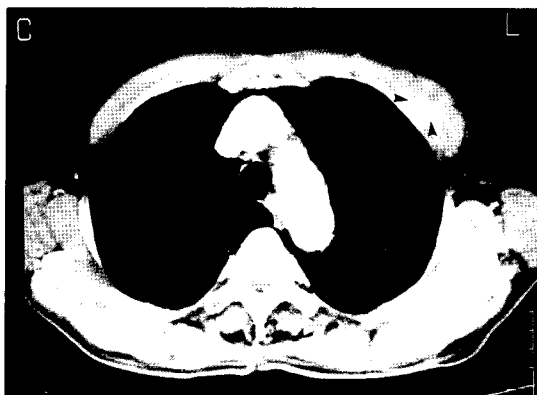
Contrast enhanced chest CT film showing a bulging mass (1.5×1.5cm) with central low attenuation in density in the left pectoralis muscle adjacent to subcutaneous fat.
